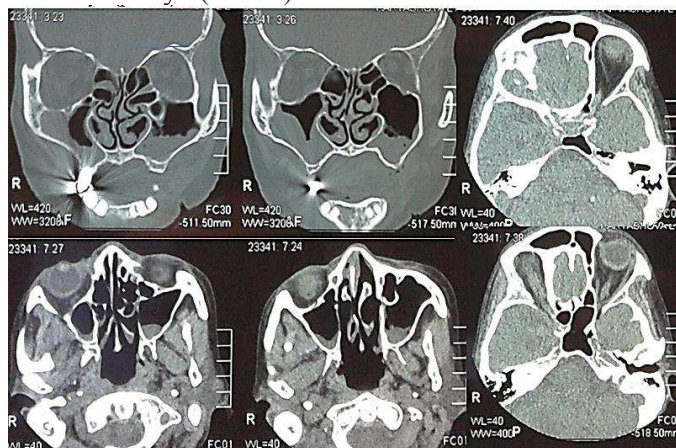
Больная К., 74 г. Диссеминированный мукормикоз. МРТ головного мозга от 14.05.2012 г.
